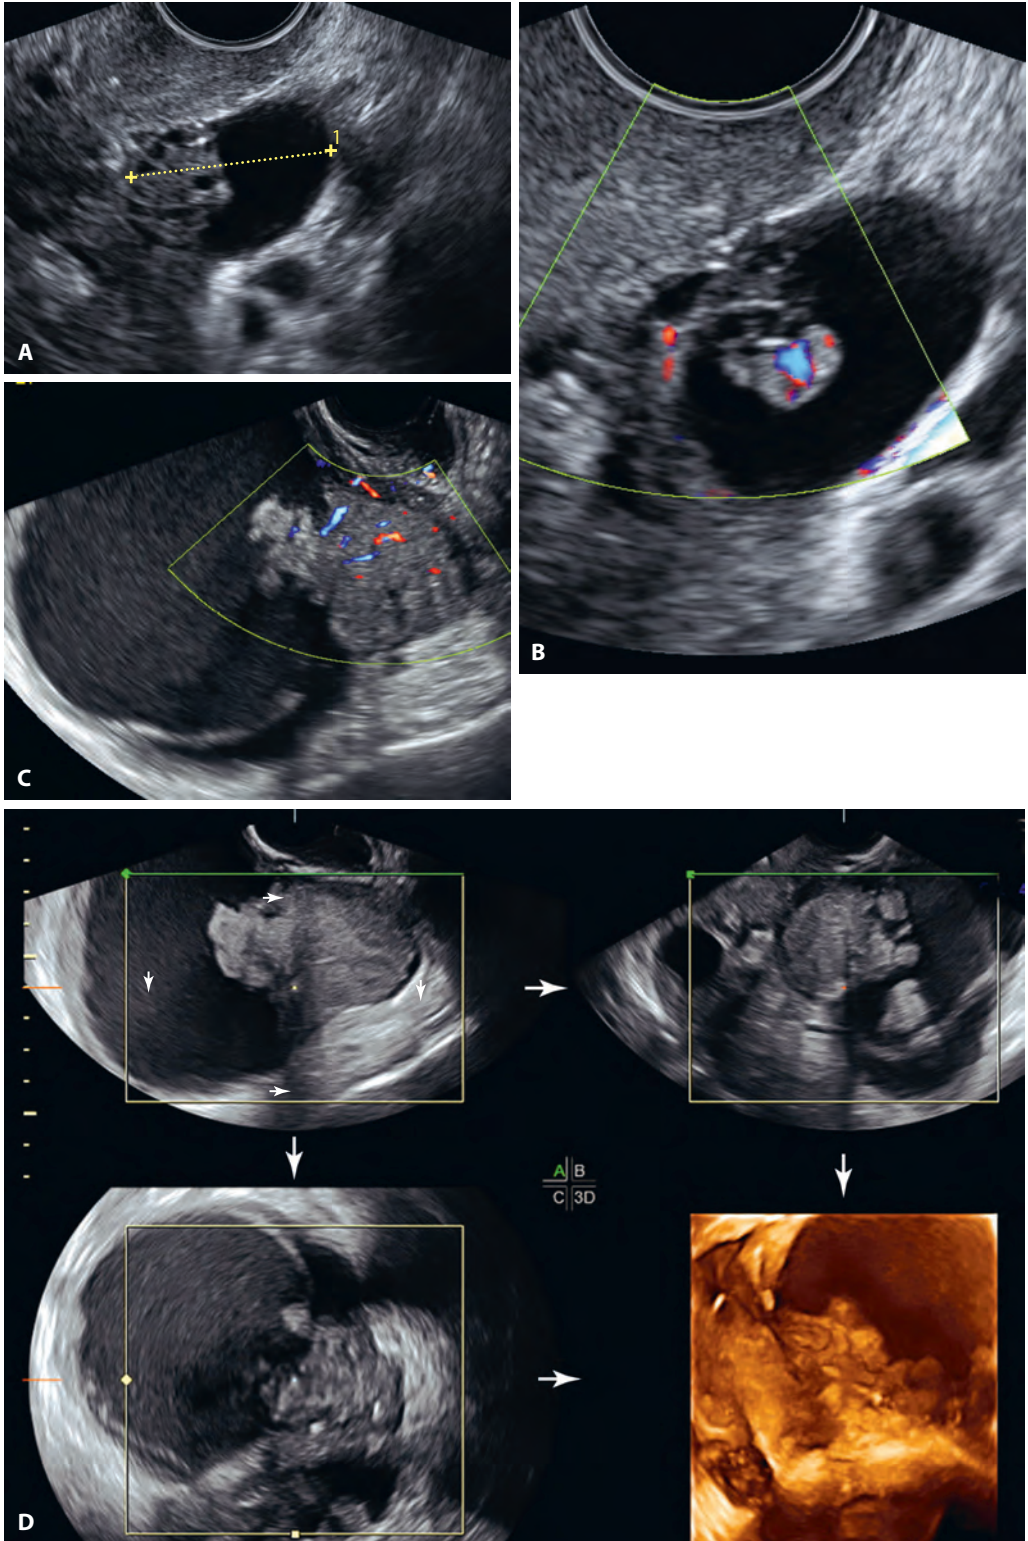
ПЗ-3 А и В. Серозная папиллярная пограничная опухоль. Обратите внимание на выросты и ЦДС-изображение, на котором определяется кровоток в плотных участках опухоли. С. Выросты при 3D-УЗИ.
